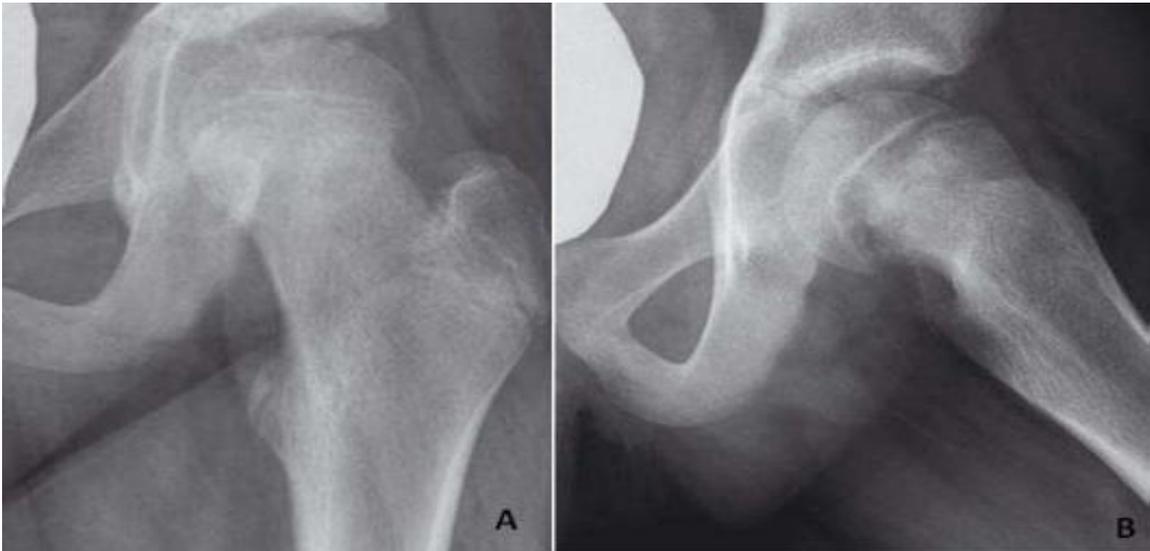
Radiographie de face (A) et de profil (B) d'une épiphysiolyse fémorale supérieure en valgus. [1]
